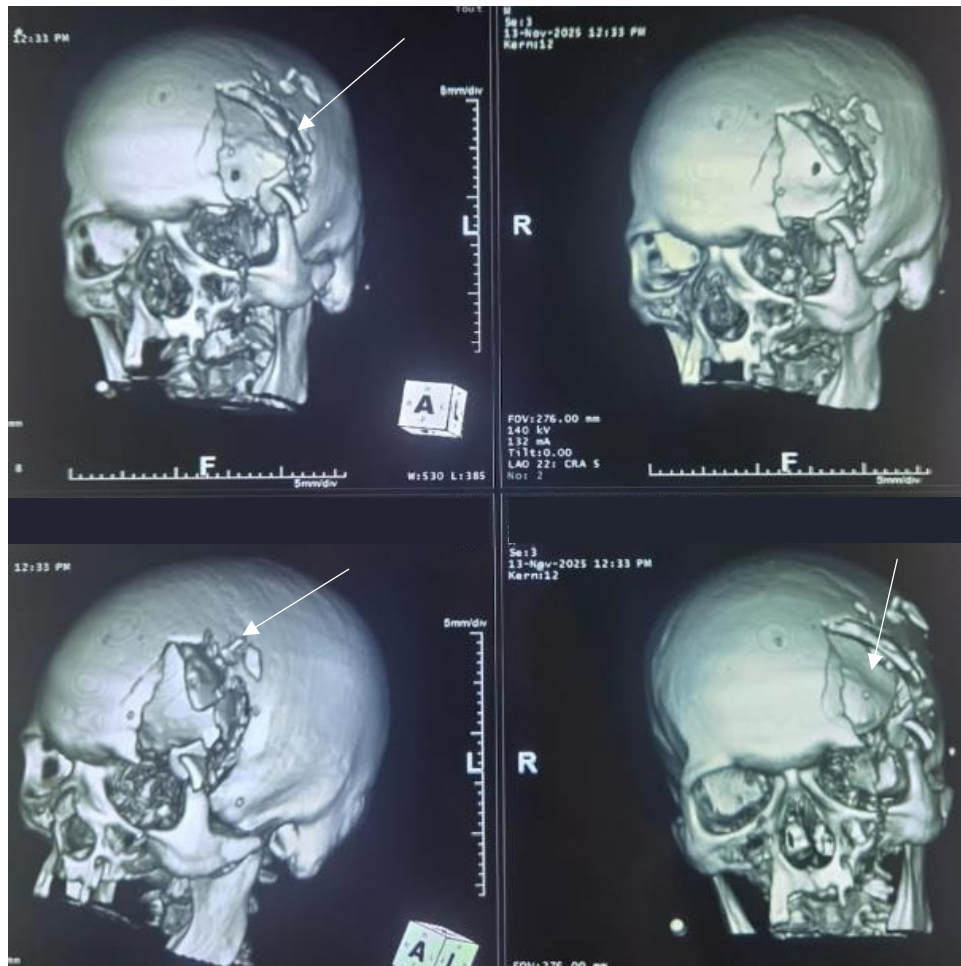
TDM crânio-faciale en reconstruction 3D montrant une fracture comminutive ouverte frontale gauche étendue à l'étage antérieur de la base du crâne (Flèche blanche)
